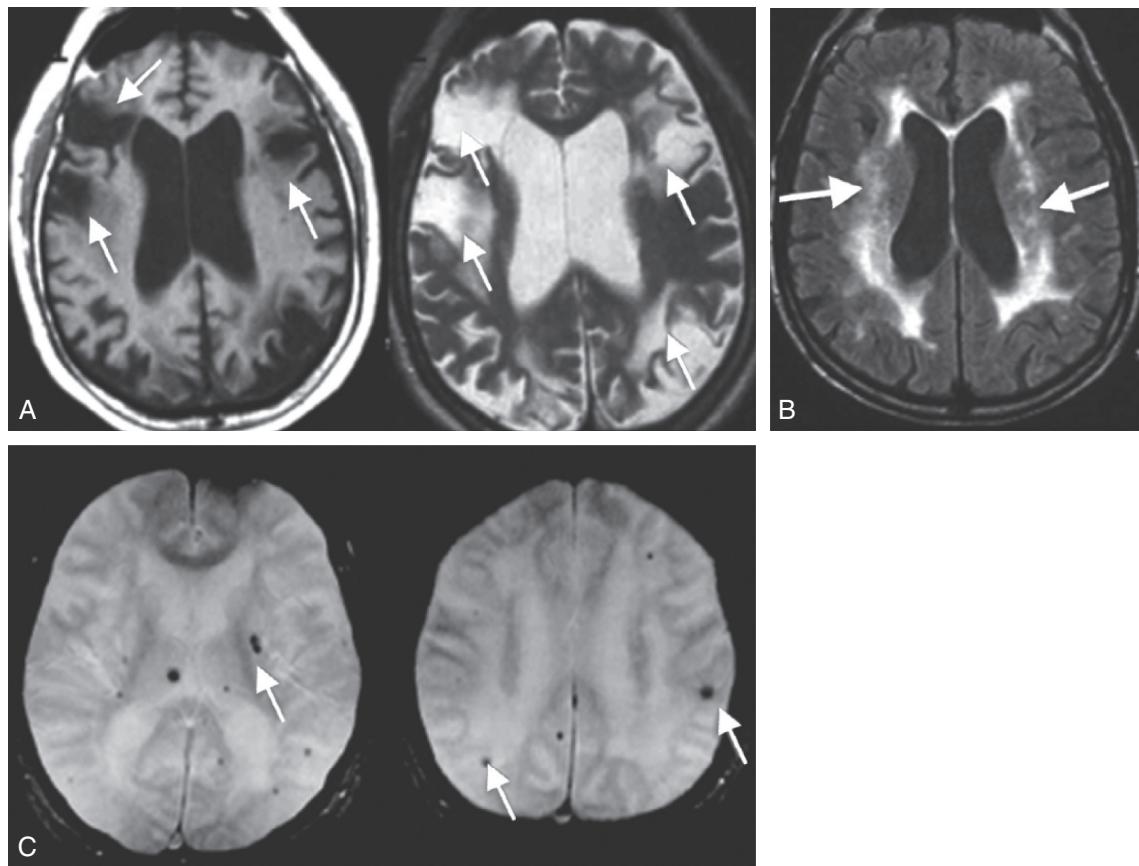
A Exemples en IRM de lésions vasculaires responsables de troubles cognitifs et de démences. A. Infarctus corticaux et sous-corticaux multiples (séquences T1 et T2). B. Hypersignaux de la substance blanche sus-tentorielle (séquence T2/FLAIR). C. Microsaignements (séquence T2, écho de gradient). (Source : CEN, 2019.)
